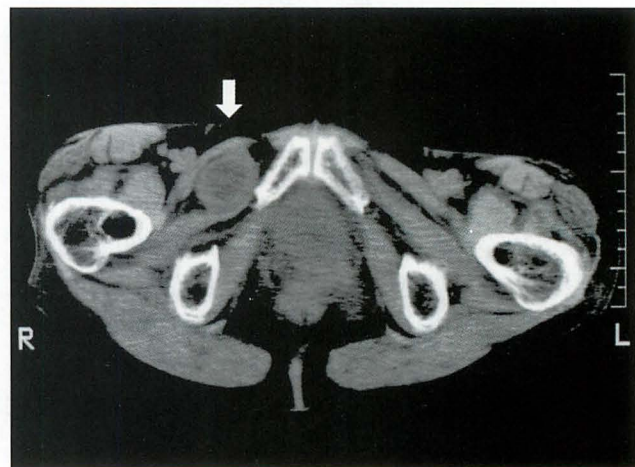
骨盤部CT:右閉鎖孔外側に腫瘤陰影を認める。
